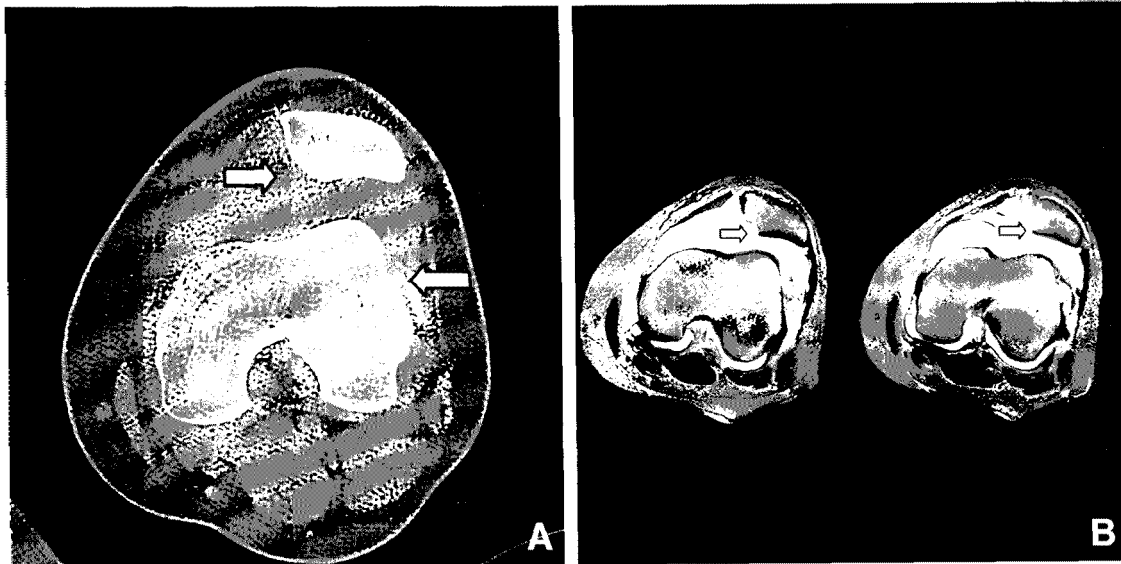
Case 2. (A) On initial CT, the thickness of the osteochondral fracture was 2 mm in medial articular surface of patella. (B) On initial MRI, osteochondral fracture in patella
